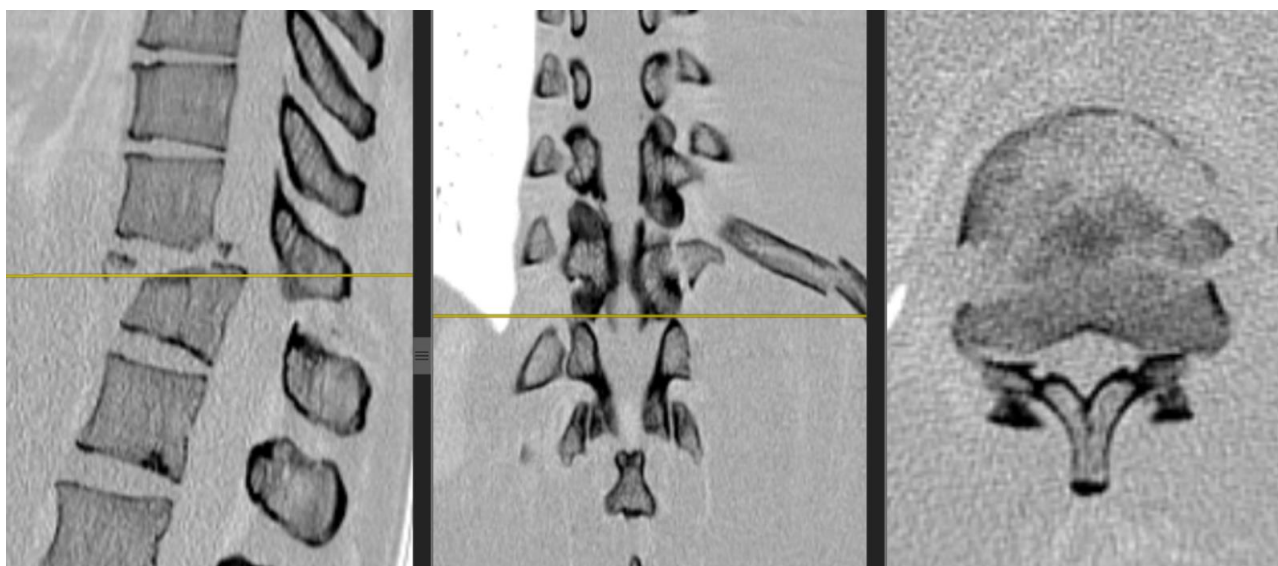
СКТ пациента Б. при поступлении
